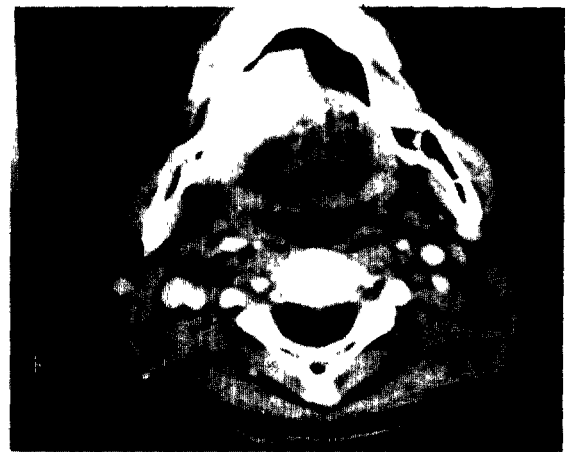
A, B) 술전 컴퓨터단층촬영상으로 우측 구강저부위의 경계가 불명확한 종물이 관찰되나 경부의 임파절은 정상적인 소견을 보인다.
